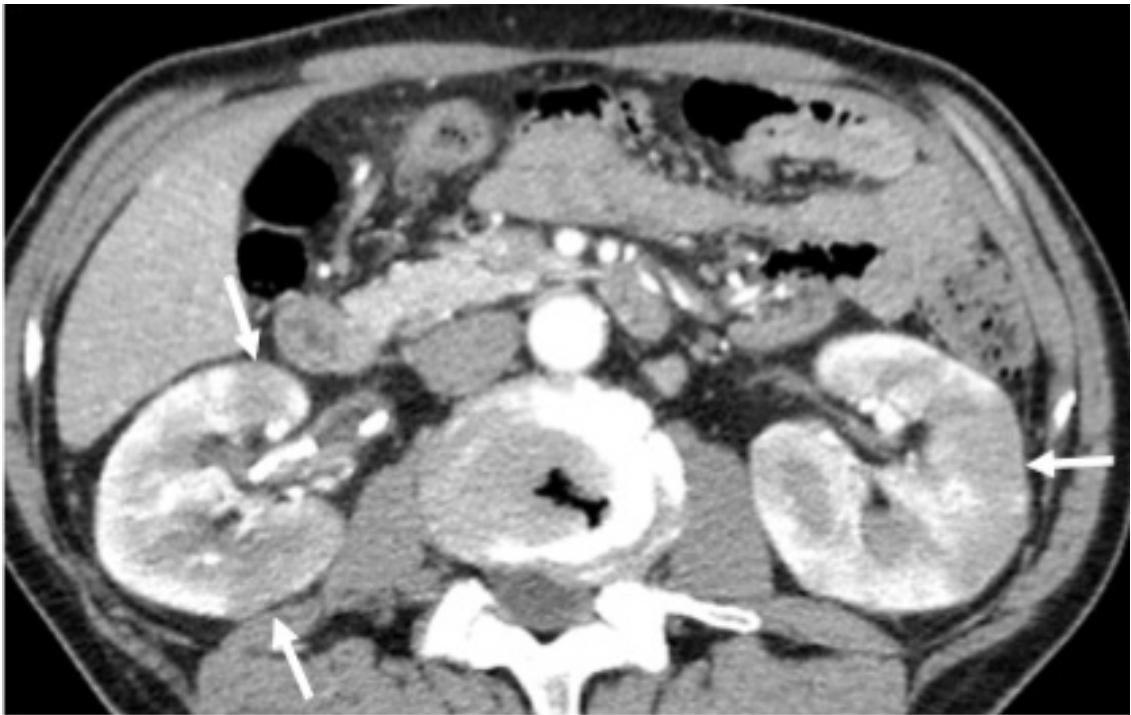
造影 CT（動脈相）で両腎皮質に多発する造影不良域を認める.
